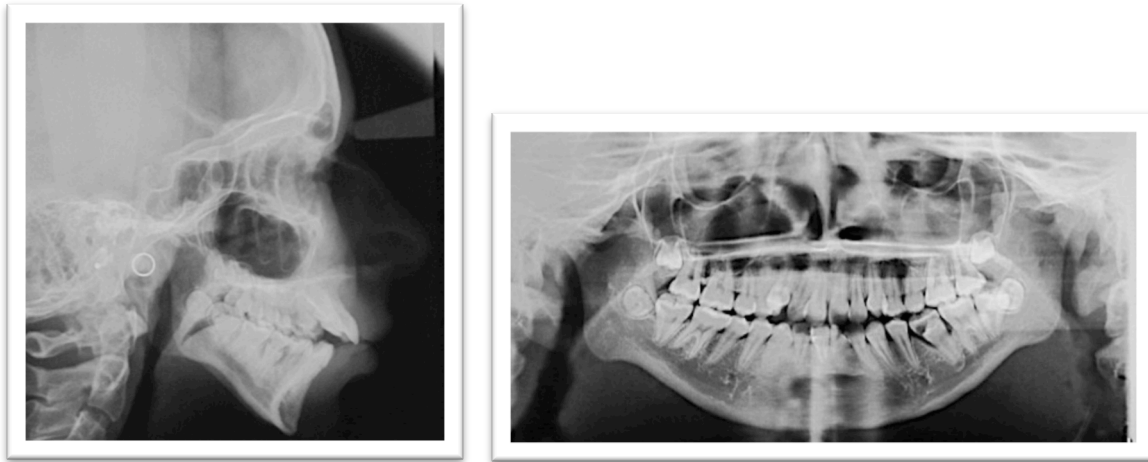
A). Téléradiographie de profil et B) panoramique dentaire d'une jeune fille atteinte de résorption condylienne bilatérale sans aucun diagnostic d'arthrite systémique (Gracieuseté du Dr Nathalie Monluc, orthodontiste, France)
